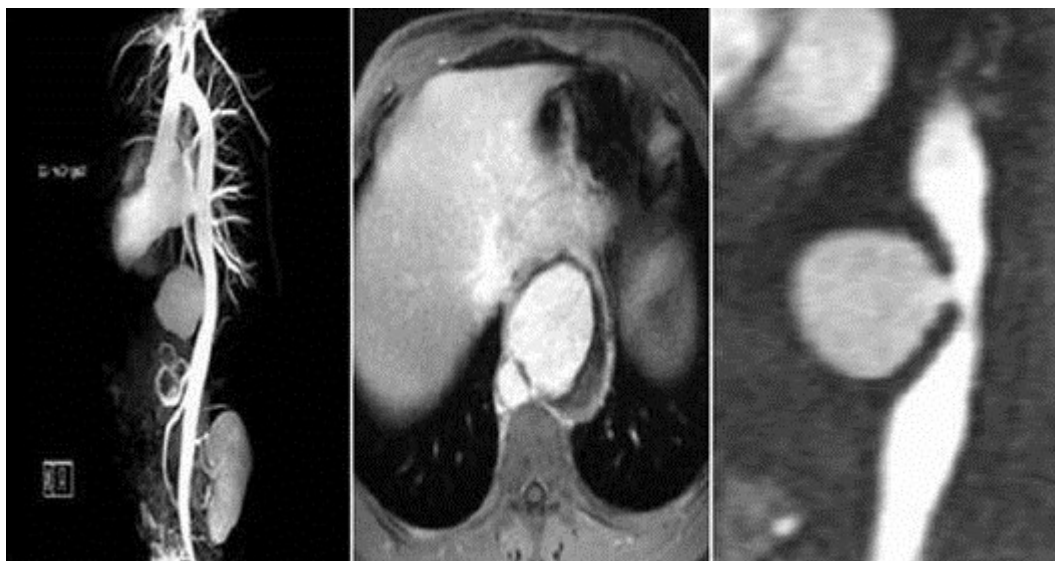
Изображение дискретной ложной аневризмы нисходящей аорты, выполненное с помощью МРТ.
